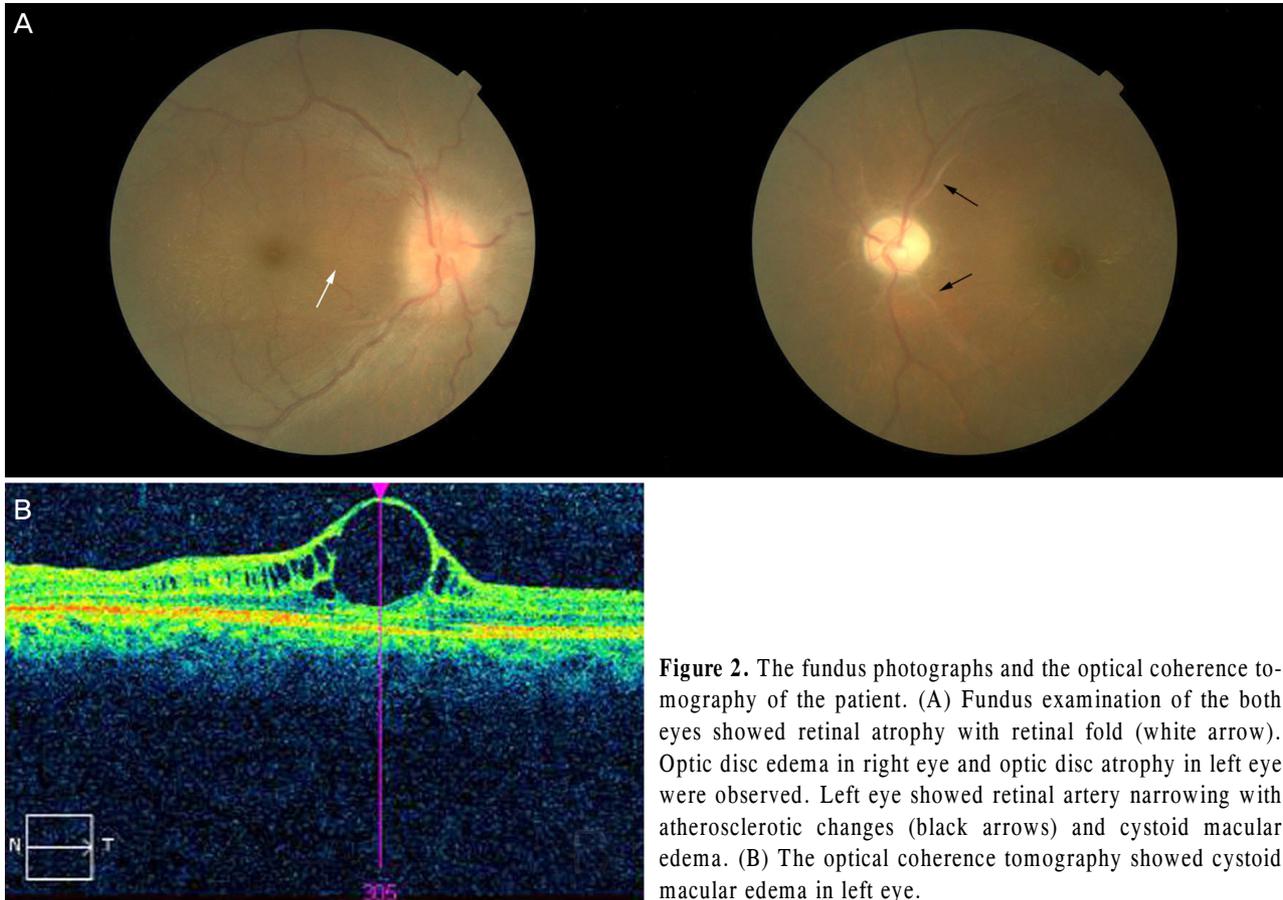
The fundus photographs and the optical coherence tomography of the patient. (A) Fundus examination of the both eyes showed retinal atrophy with retinal fold (white arrow). Optic disc edema in right eye and optic disc atrophy in left eye were observed. Left eye showed retinal artery narrowing with atherosclerotic changes (black arrows) and cystoid macular edema. (B) The optical coherence tomography showed cystoid macular edema in left eye.
